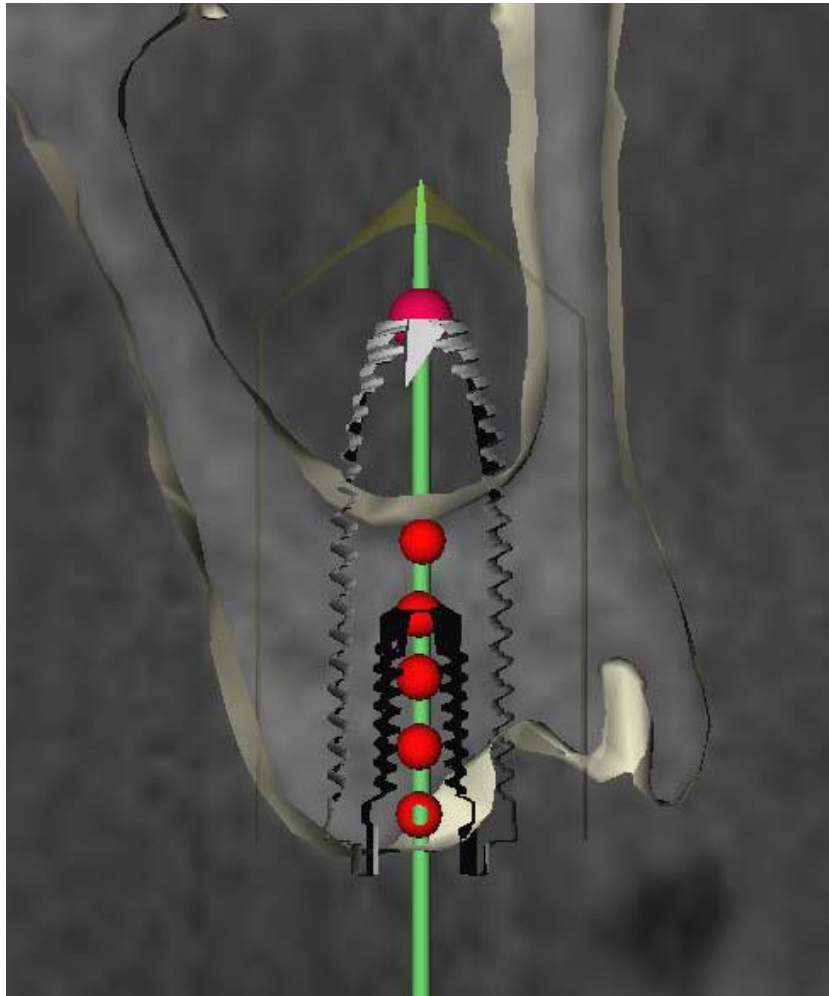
Paciente de la biopsia 2. Obtención de los valores de DOR axial por medio de la obtención de valores medios en unidades NTC en esferas de 2 mm colocadas equidistantes a lo largo del eje mayor del implante planificado en la imagen de TC de haz cónico a nivel del maxilar superior.
